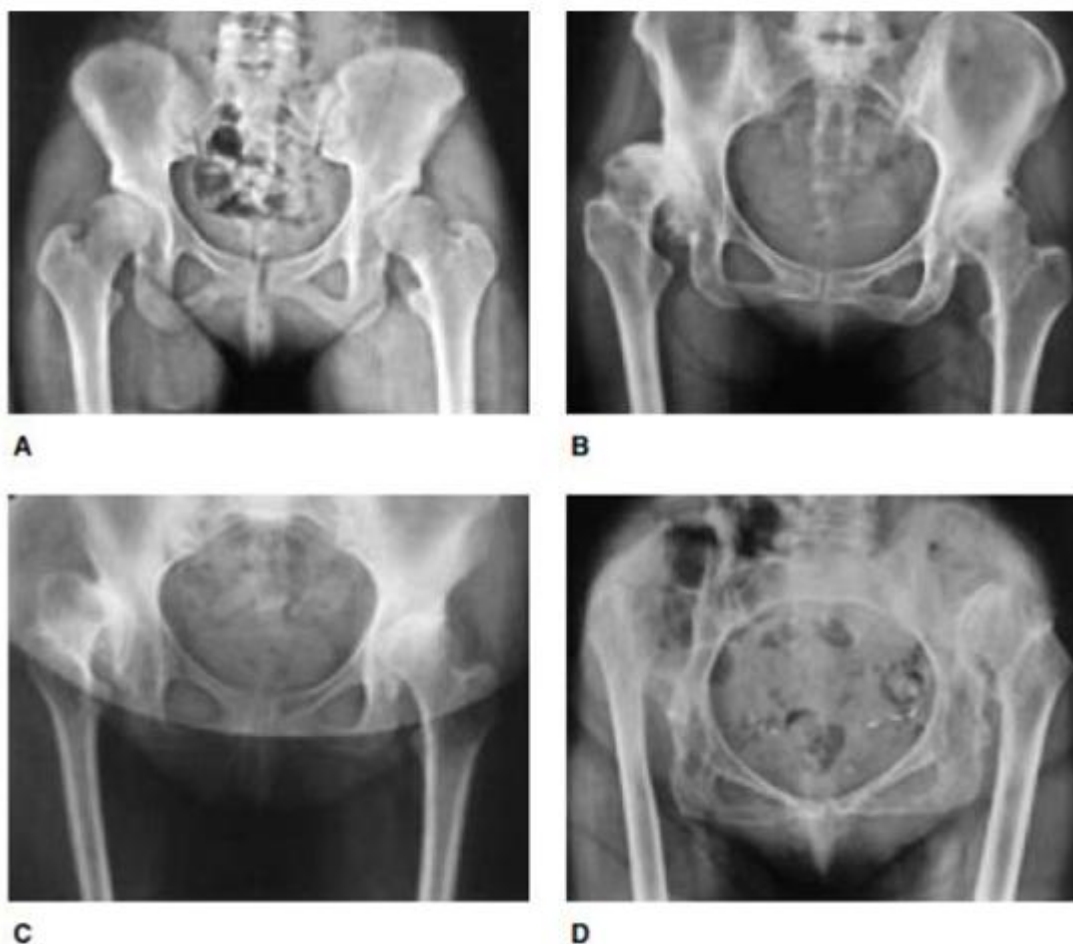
radiographie de hanche montrant les différents stades de la dysplasie de la hanche selon la classification de Crowe : A,type I . B,type II. C,type III. D,type IV . [16]
